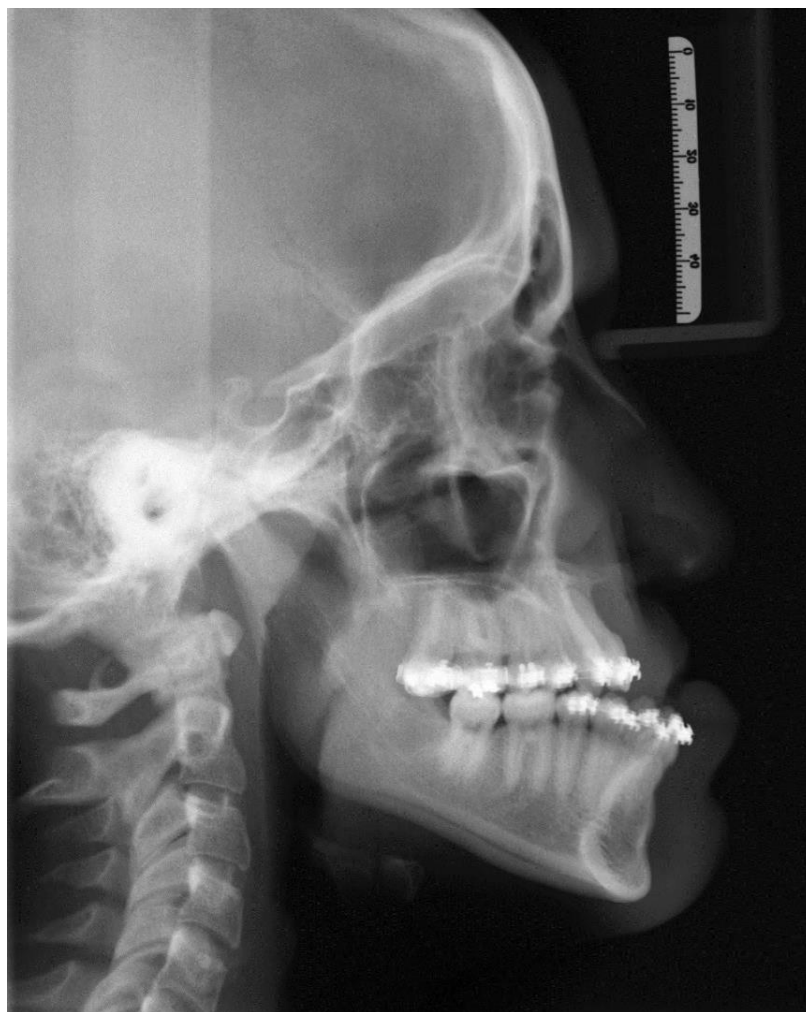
Telerradiografia lateral durante o alinhamento e nivelamento dos arcos dentários superior e inferior. Destaca-se o trespasse horizontal negativo e a severa discrepância sagital maxilomandibular.
